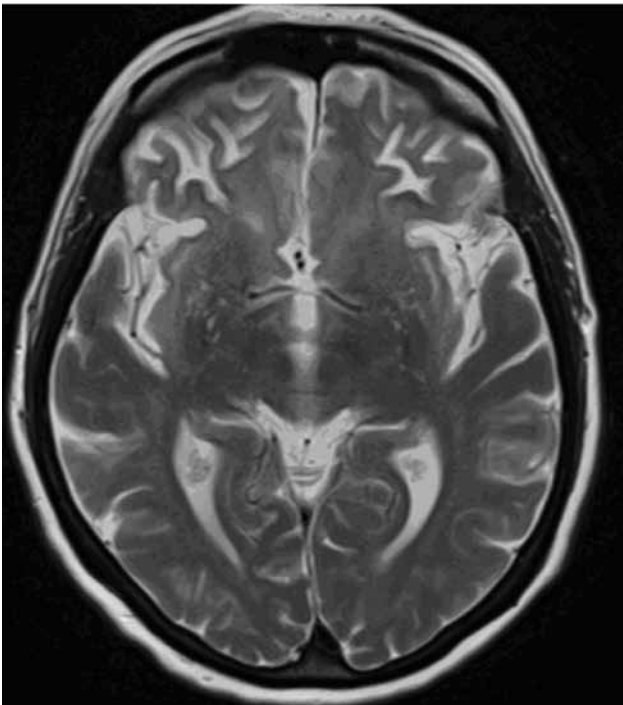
Badanie MRI mózgowia pacjentki z marca 2014; metoda T2. Wyraźny zanik kory okolic czołowych i skroniowych z predylekcją do okolic przednioczołowych.
